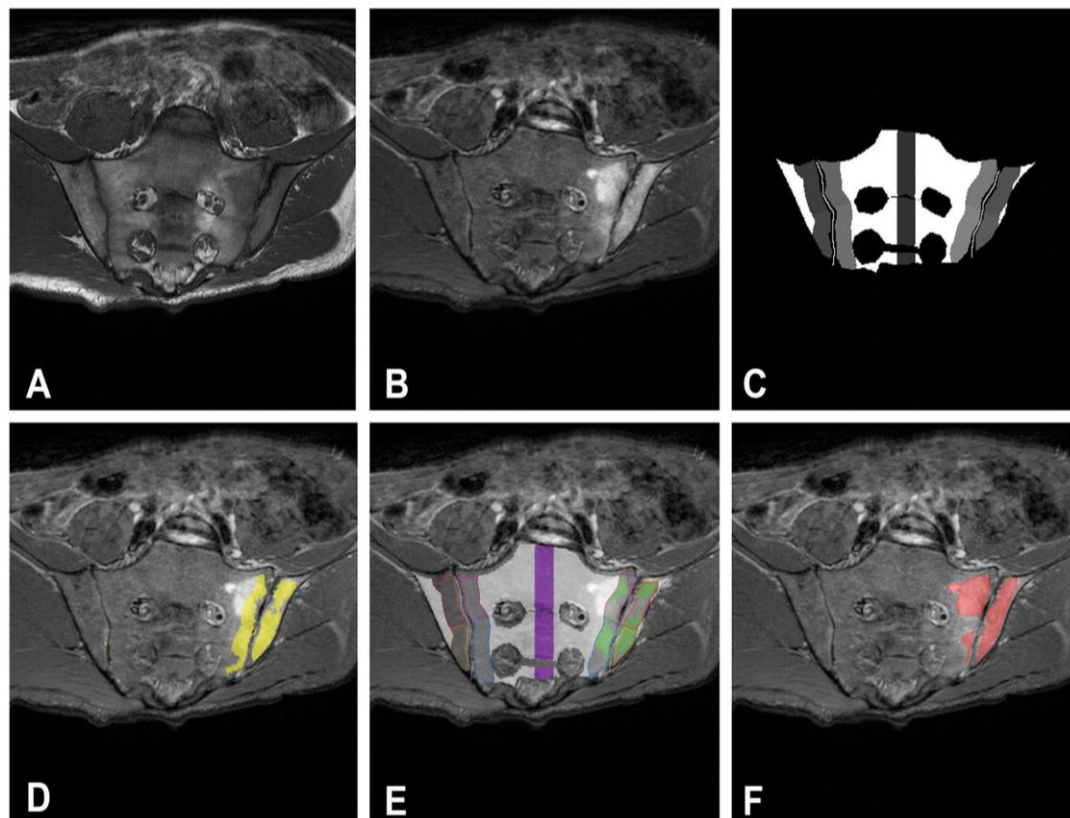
a A sample image from T1-weighted sequence, b corresponding image from STIR sequence, c a mask containing segmentation of bones with marked reference signal region (vertical dark grey strip) and 8 quadrants (brighter grey tones), d results of bone marrow
